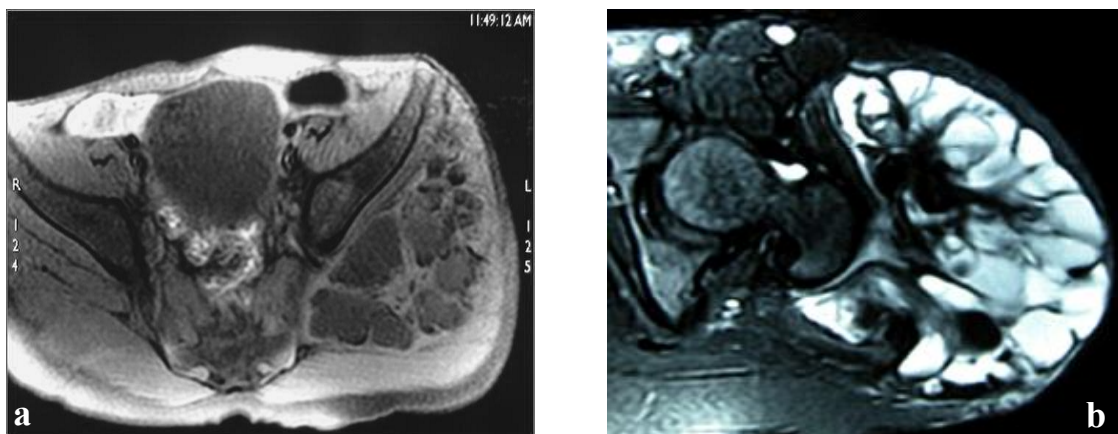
coupes axiales IRM en pondération T1(a) et T2(b) objectivant de multiples masses rondes en hyposignal T1 et signal variable T2.
